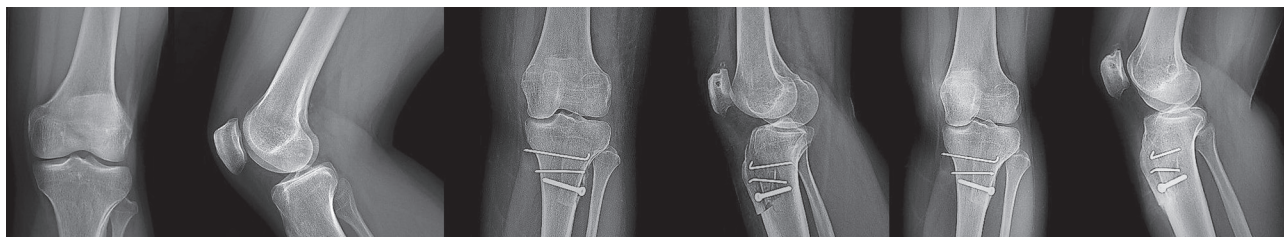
Данные рентгенографии коленного сустава пациентки Д., 31-го года, до, после оперативного вмешательства и через год
